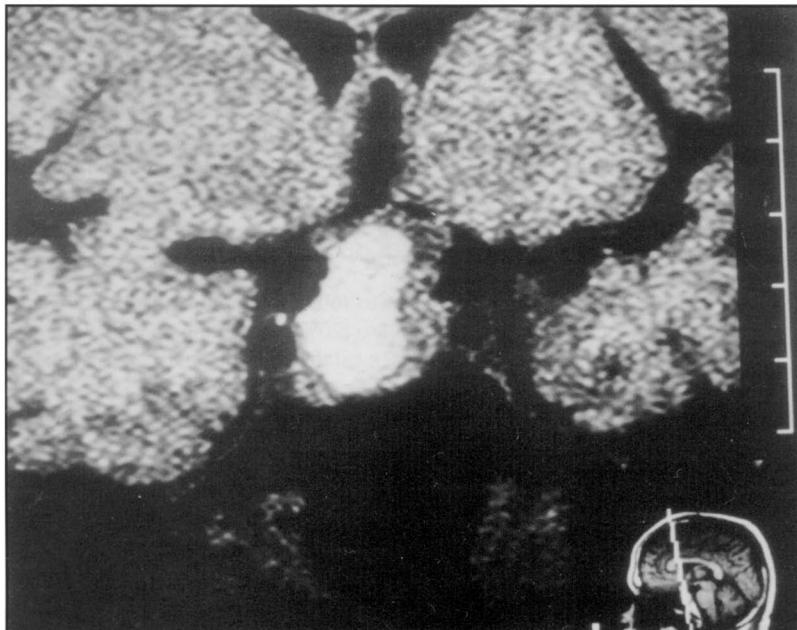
Exame de ressonância magnética de crânio. Corte coronal, em que se observa sinal hiperintenso em T1 no interior de um tumor hipofisário (paciente E.A.M.) que corresponde a hemorragia intratumoral.
